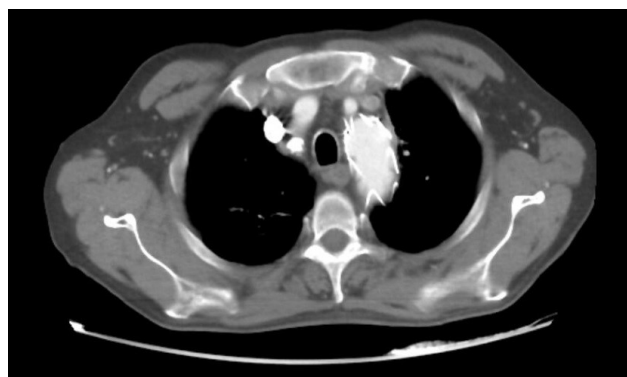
Corte de TC con contraste en el que se objetiva endoprótesis en cayado aórtico y resolución de hematoma.
